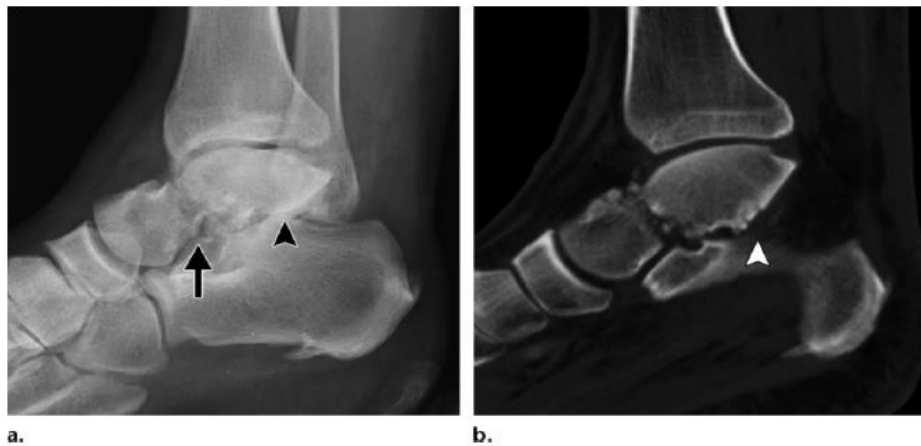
Fracture du col du talus type II de Hawkins-Canale. (a) : Radiographie de la cheville : incidence de profil. (b) : TDM de la cheville en coupe sagittale montrant une fracture transversale du col du talus (flèche) et une luxation sous-talienne postérieure (pointe de la flèche). [34]*
